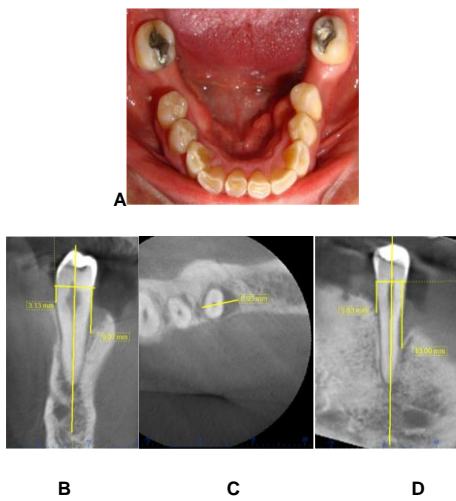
Tomografía inicial D 35A fotografía extraoral D 35. 12B Corte Sagital . 12C Corte Basal. 12D Corte coronal.
